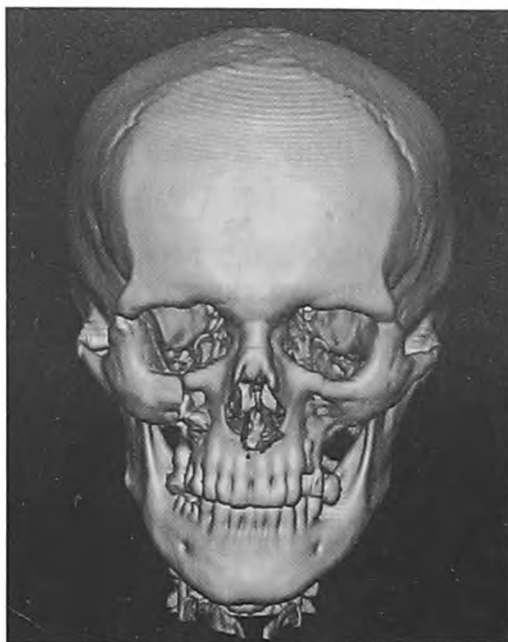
Компьютерная томограмма MPR больного С. после операции.
